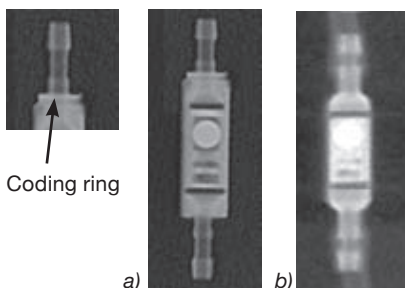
X-ray image of the gravitational unit a) large, 2 rings = 25cmH₂O, b) small = 10cmH₂O
